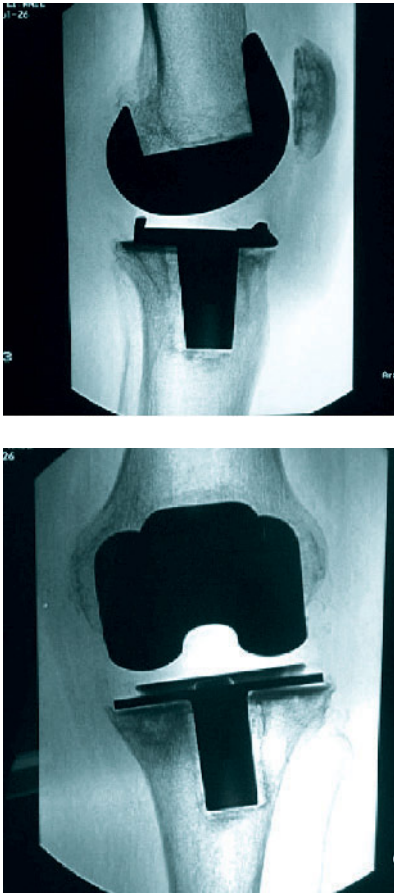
Röntgenaufnahmen bei Zustand nach Knie-Totalendoprothesenimplantation vor 7 Jahren; 83-jährige Patientin mit Varusfehlstellung. Nur das Tibiaplateau war einzementiert worden, der Stiel der tibialen Komponente ist zementfrei. Abb. 5c zeigt nicht nur die Lysesäume, die die ganze Tibiakomponente umlaufen, sondern zudem den medialen Einbruch der Komponente mit varischer Dislokation.
